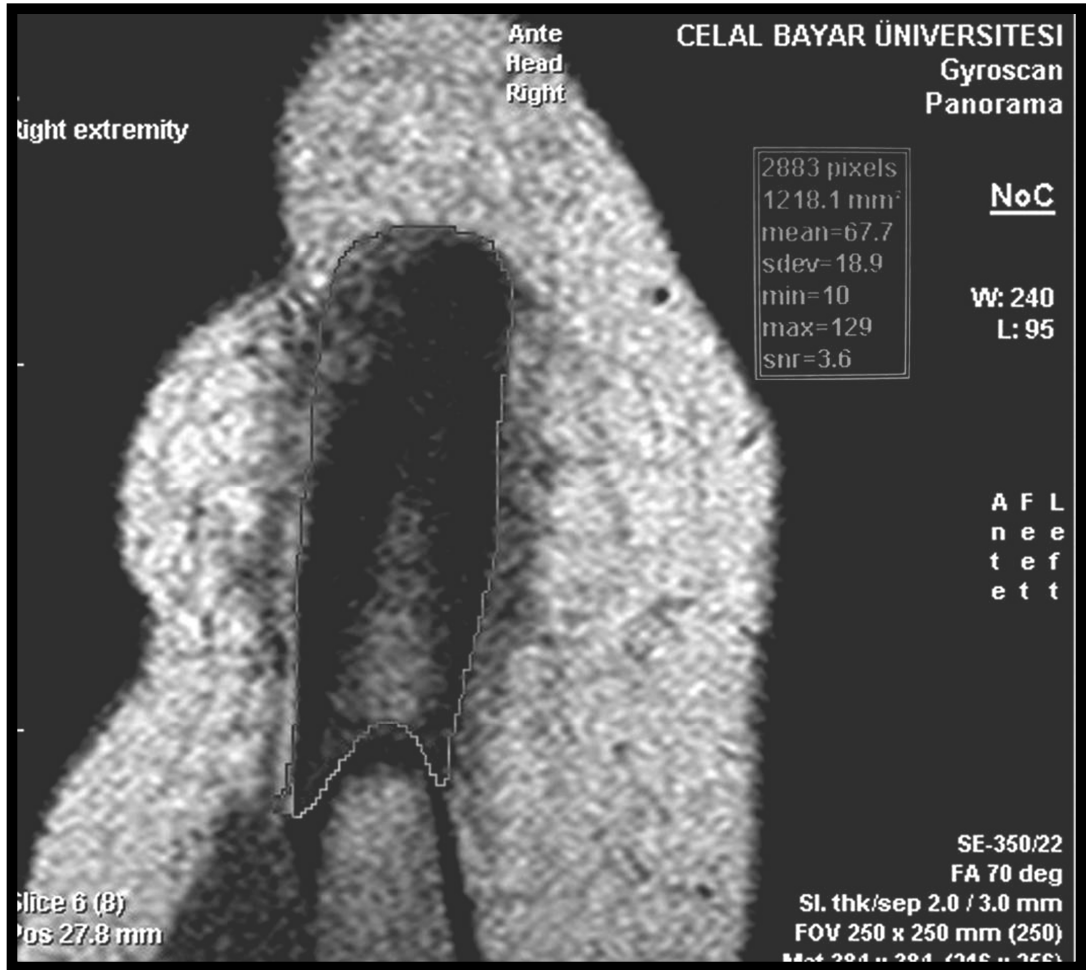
MRG kesitlerinde koronal planda kesitlerin geçtiği düzlem ve tendon alanı ölçümü
